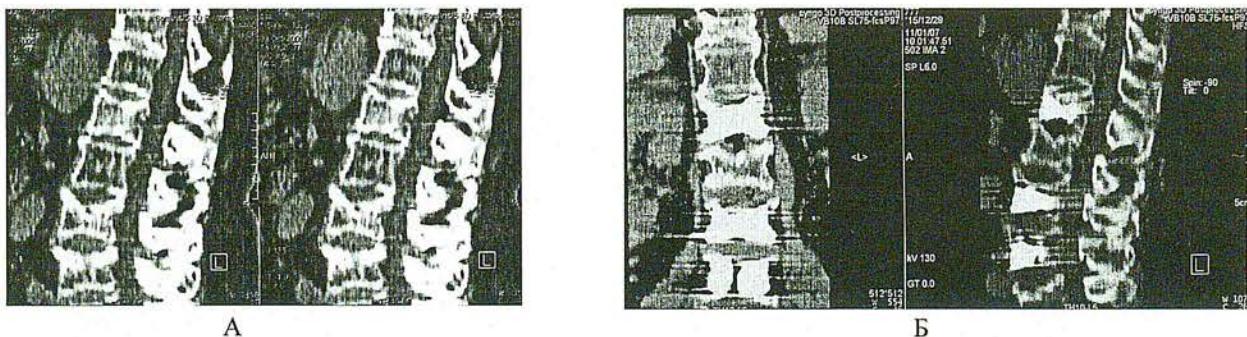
Компьютерная томография поясничного отдела позвоночника, боковая проекция: А – компрессионные переломы тел L1, LIII, LIV позвонков II степени; Б – состояние после вертебропластики тел L1, LIII, LIV позвонков
